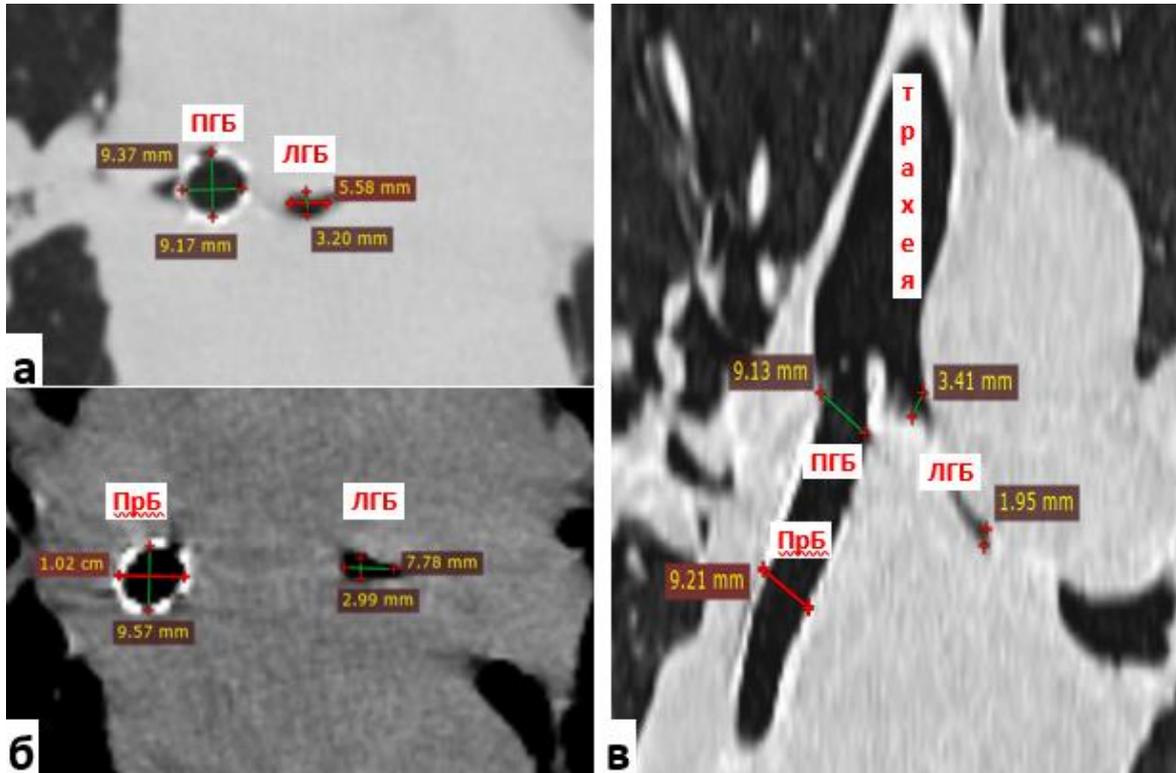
МСКТ органов грудной полости от 04.05.2020 г. (на 3-ие сутки после установки стента в ПГБ и ПрБ): а – аксиальная плоскость, «легочное окно»; б – аксиальная плоскость, «медиастинальное окно»; в – коронарная плоскость, «легочное окно»
